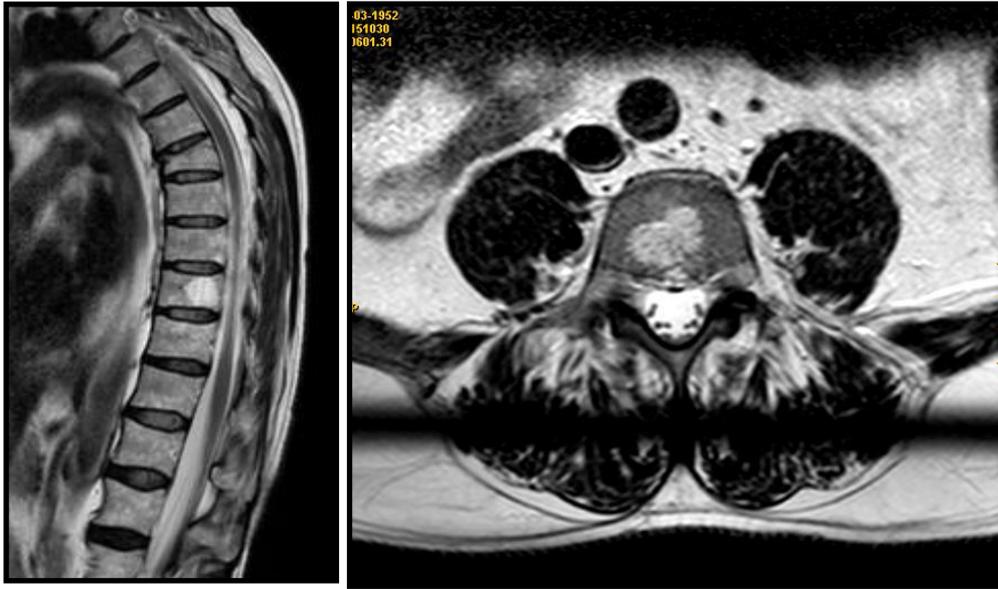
Cortes secuencia T1 sin contraste de RM que muestran un hemangioma dorsal (izda) y un hemangioma lumbar (dcha.).
